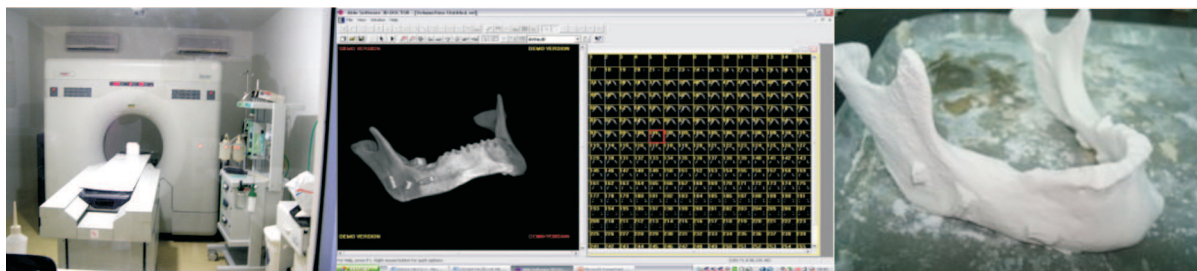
Sequência para aquisição de um biomodelo: Exame de TC, Reconstrução 3D (Programa 3D *Doctor*) através dos cortes axiais seqüenciados.
